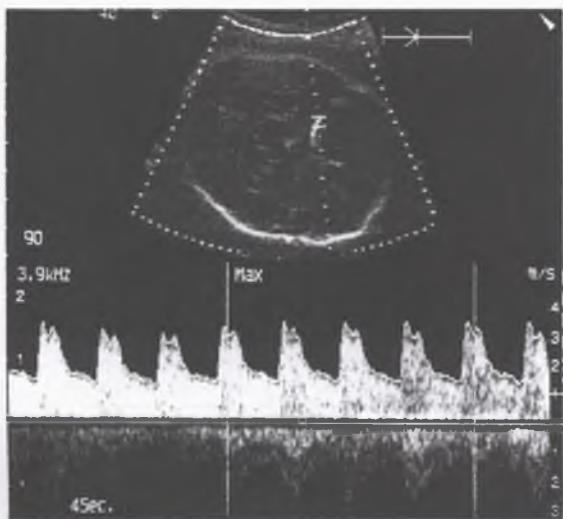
Schimbări ale fluxului sangvin la velocimetria Doppler a a. cerebrale medii
